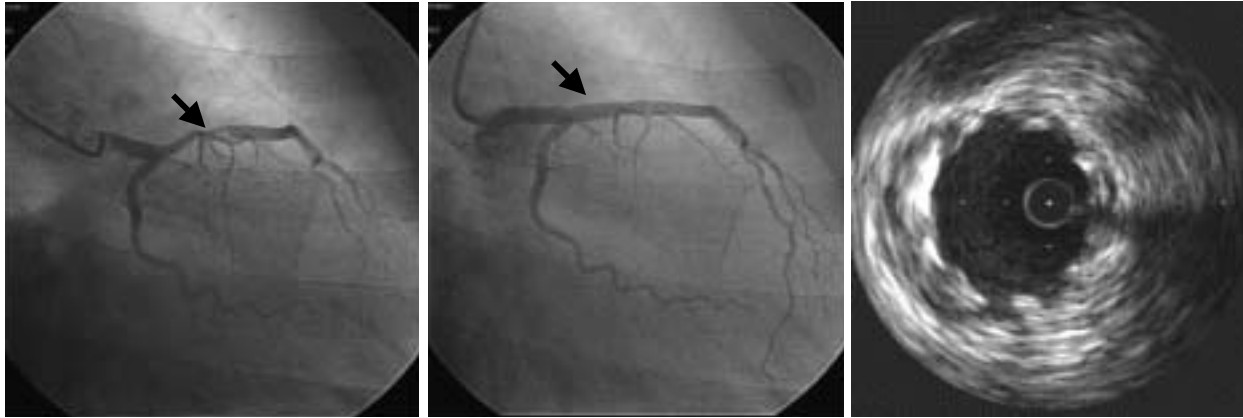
Angiograms of the left coronary artery before (left) and after (middle) stenting (June 21, 2001) and cross-sectional intravascular ultrasound image (right) of the lesion after initial percutaneous coronary intervention
